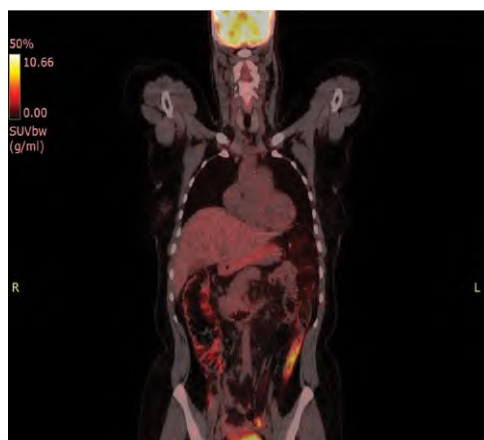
ПЭТ/КТ после 6 курсов G-CHOP
